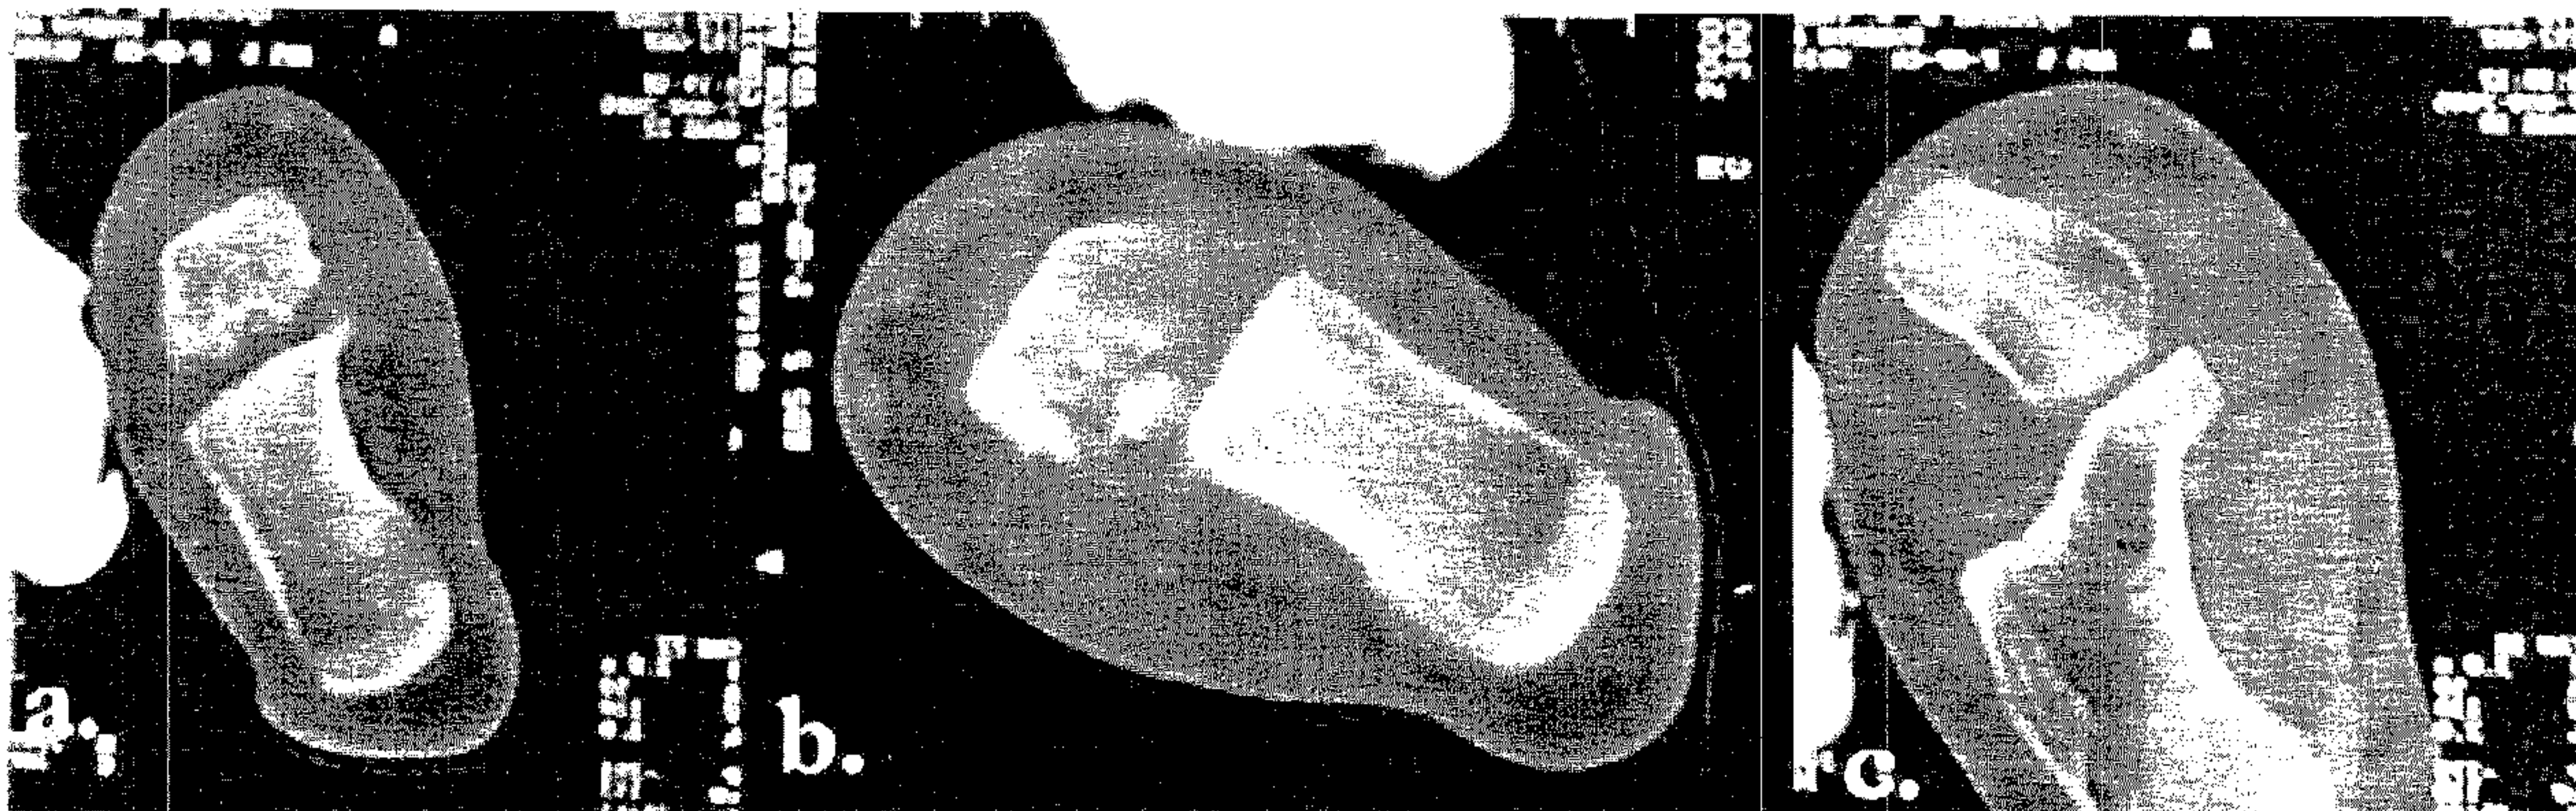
Explorarea imagistică - CT scan: a. La nivelul fracturii se constată un contur anfractuos, cu corticala discontinuă; b. Corpul talar răsturnat cu suprafața fracturii în contact cu suprafața articulară a calcaneului și multiple fragmente cominutive corticospongioase și spongioase; c. Porțiune de col talar cu raporturi normale talo-calcaneene.
